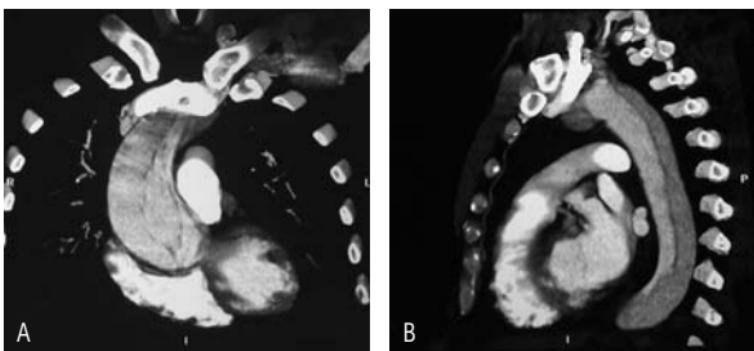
TC de tórax com cortes sagitais demonstrando comprometimento da aorta ascendente (A) e grande extensão da aorta descendente (B).
